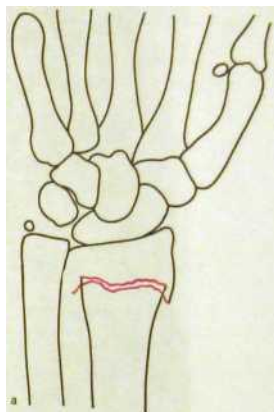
222. Рентгенограммы лучезястного сустава в прямой (а) и боковой (б) проекциях и схемы к ним. Перелом эпиметафиза лучевой кости, отрыв шиловидного отростка локтевой кости, разрыв дистального лучелоктевого соединения.
